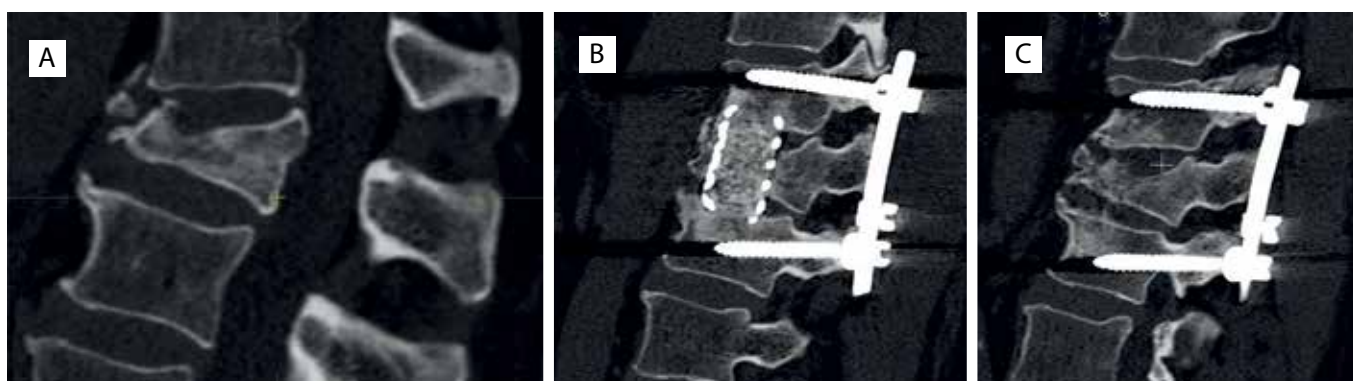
Реконструкция передней колонны при переломе L1 позвонка типа A4: А – предоперационные КТ; В и С – КТ через 12 мес. после операции
